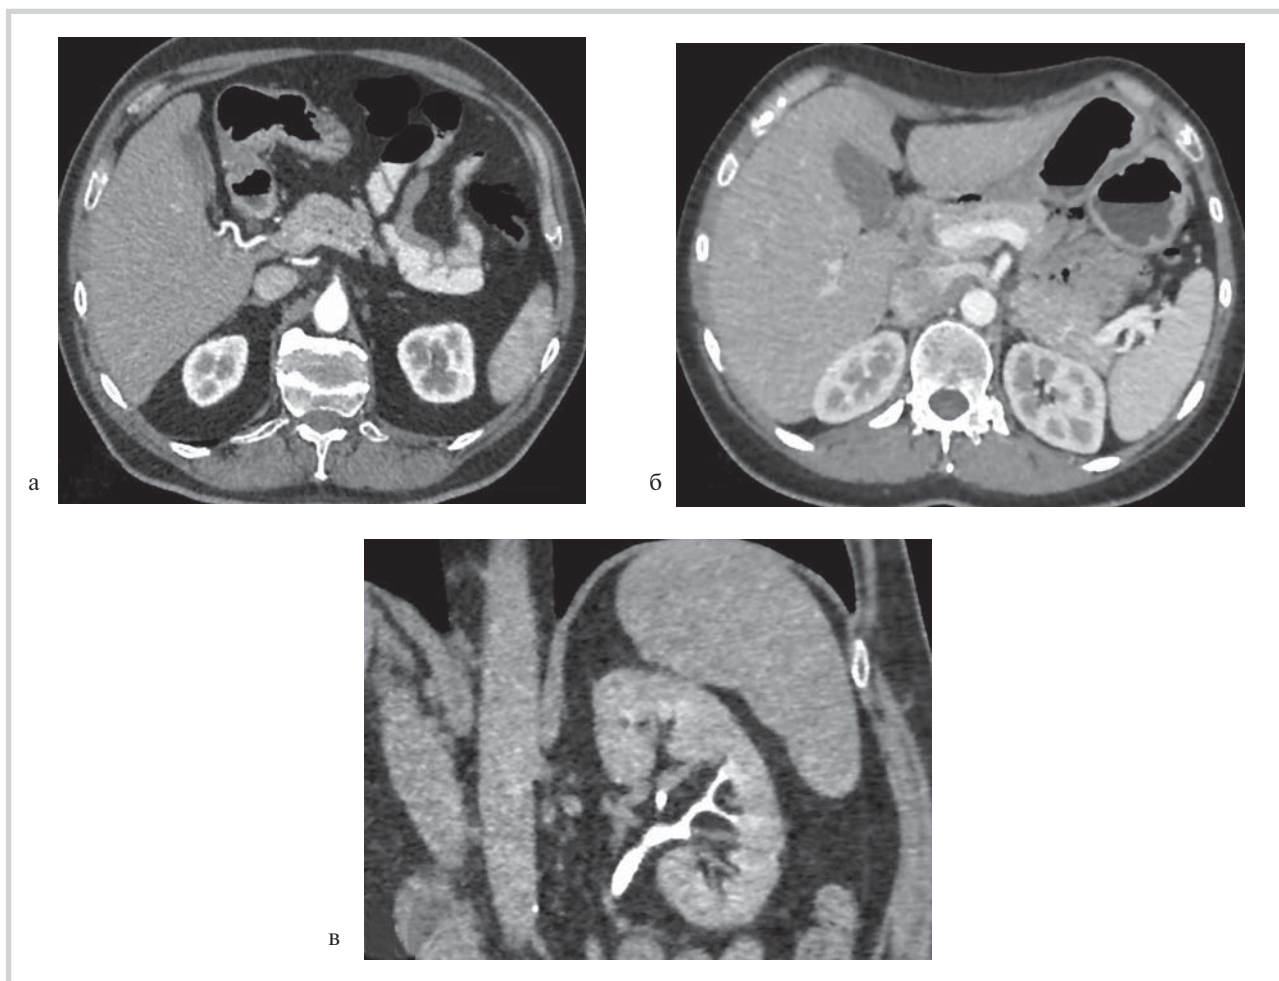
Компьютерные томограммы органов брюшной полости с внутривенным контрастированием.
